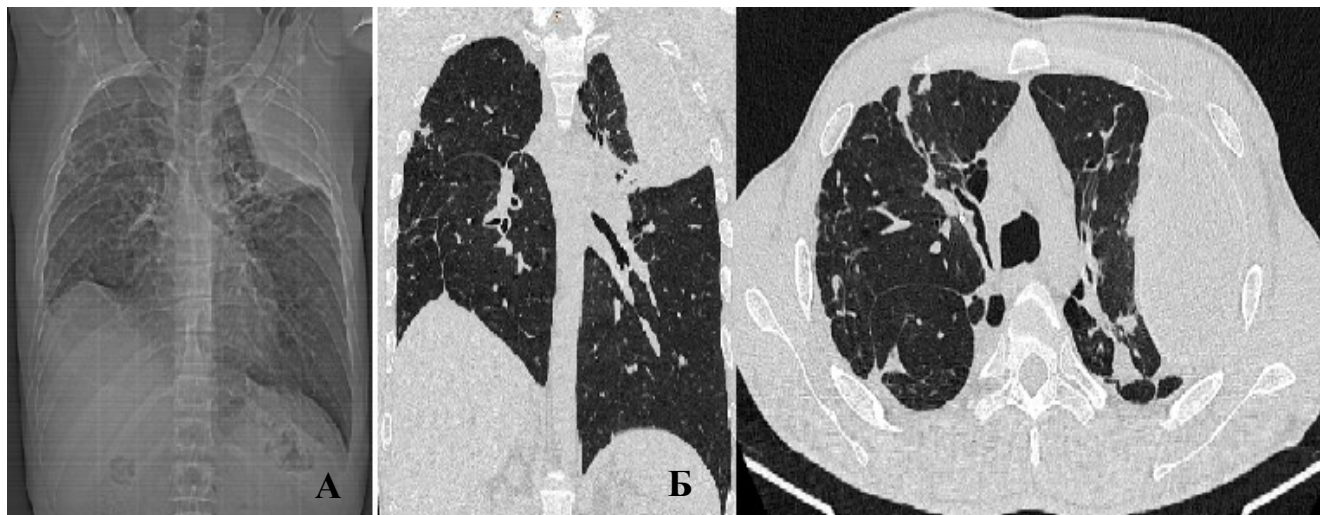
РГ (А) и МСКТ (Б) органов грудной клетки через 6 недель после этапного хирургического лечения
